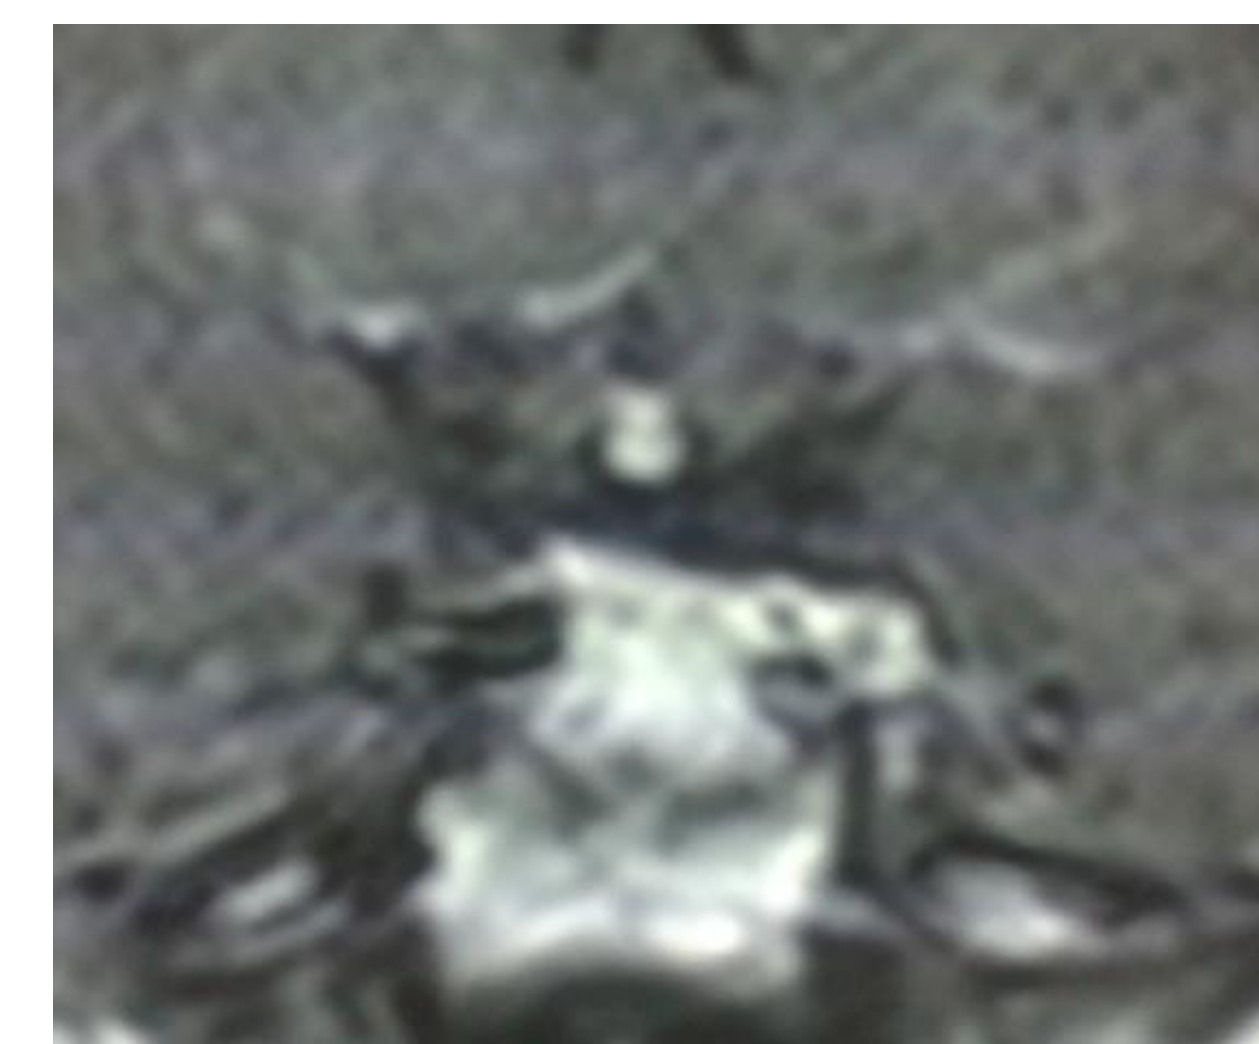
IRM hypophysaire séquence T1 en coupe coronale avec syndrome d'interruption de la tige pituitaire.
